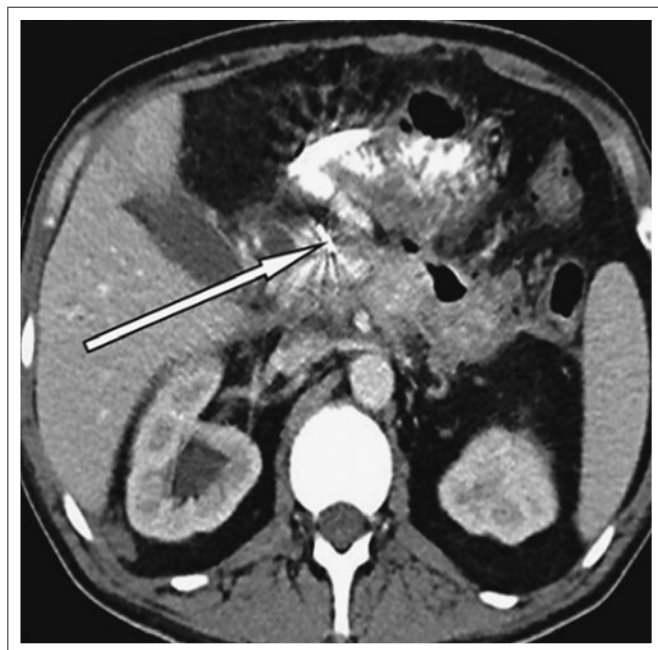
Kontrastmittelverstärktes Abdomen-CT, axiale Schnittebene. Regression der Pankreaskopf-pseudozyste. Die implantierten Coils zeigen eine deutliche Artefakt-Bildung (weißer Pfeil).
